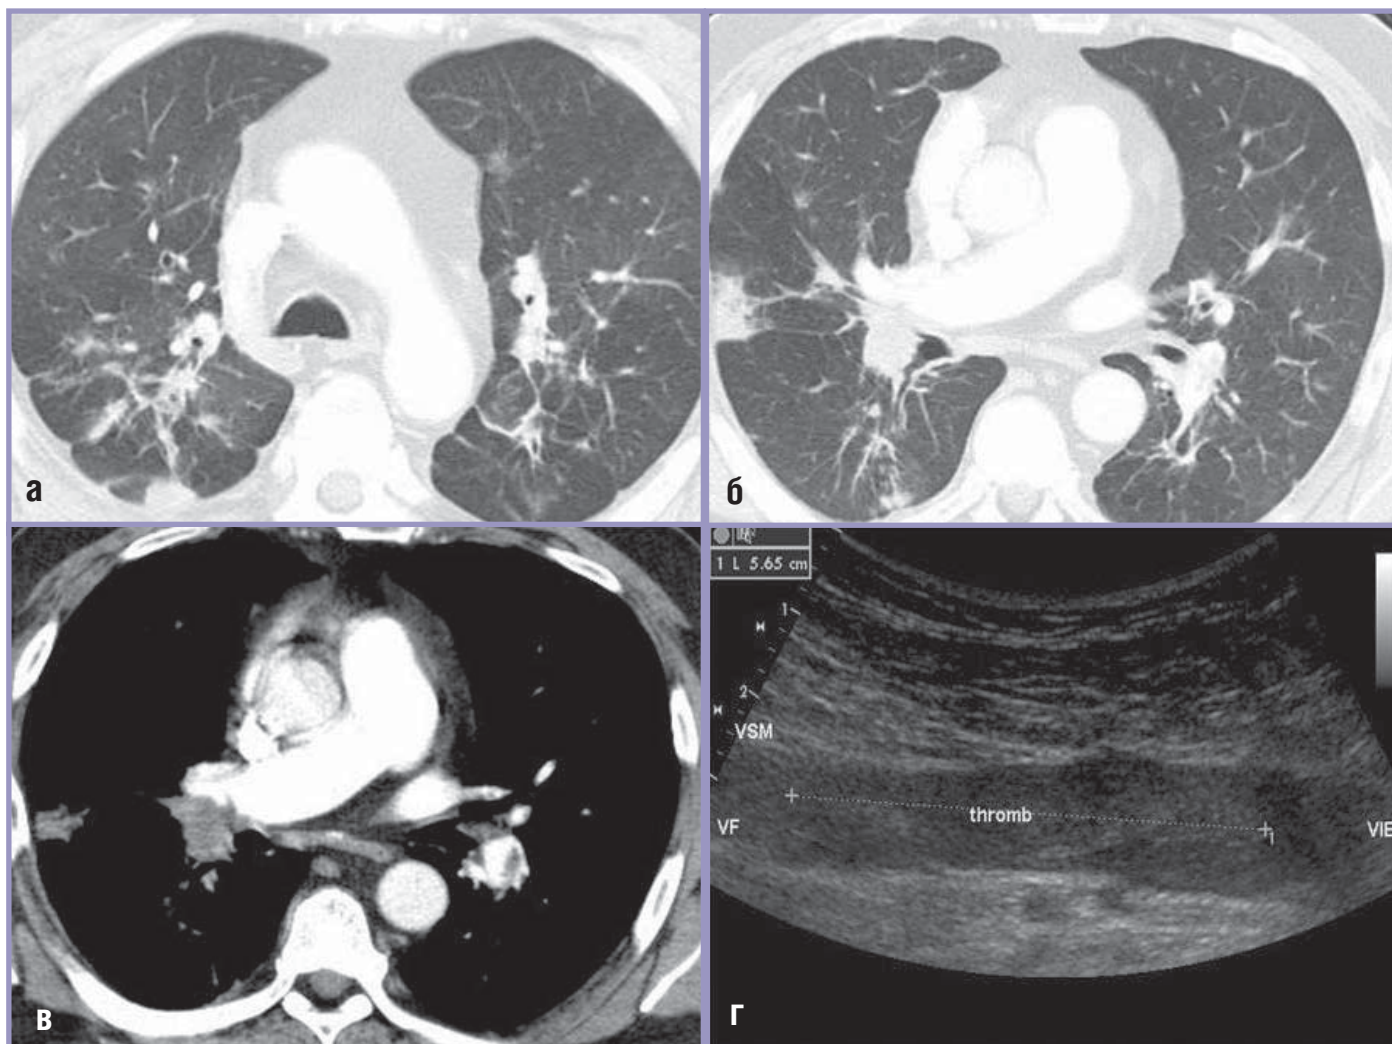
Больной К., 57 лет, саркоидоз III стадии, осложнившийся ТЭЛА; имеющий маркер, ассоциированный со снижением фибринолитической активности; а, б – на КТ (26.10.10), выполненной в условиях ВР, в легочном электронном окне определяются типичные для саркоидоза III стадии фиброзные изменения тяжистого характера в верхнезаднеприкорневых отделах легких, перилимфатически расположенные очаги, диаметром до 6 мм; в – на КТ-ангиограмме выявляются множественные дефекты заполнения ветвей ЛА контрастным веществом – тромбы; г – на ультразвуковой доплерограмме визуализируется эмбологенно-опасный восходящий флоттирующий тромб в общей бедренной вене с пролабированием каудальной части в начальный сегмент наружной подвздошной вены.
